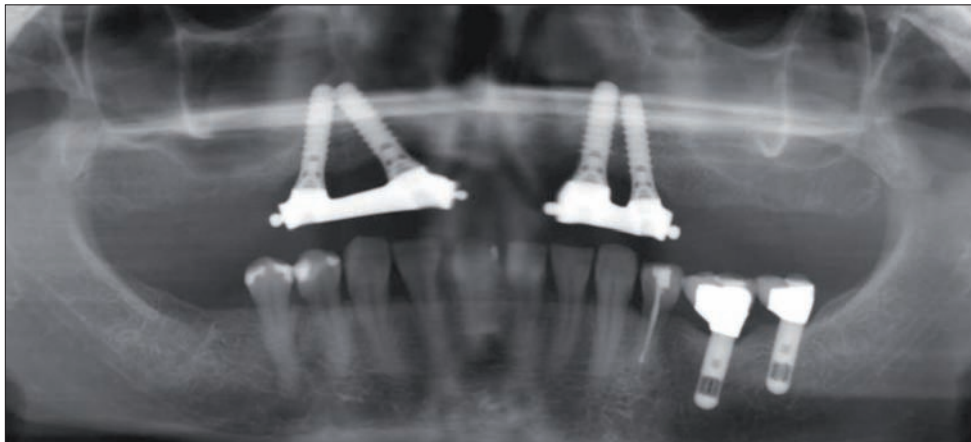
Ortopantomografía tras la colocación de la prótesis
